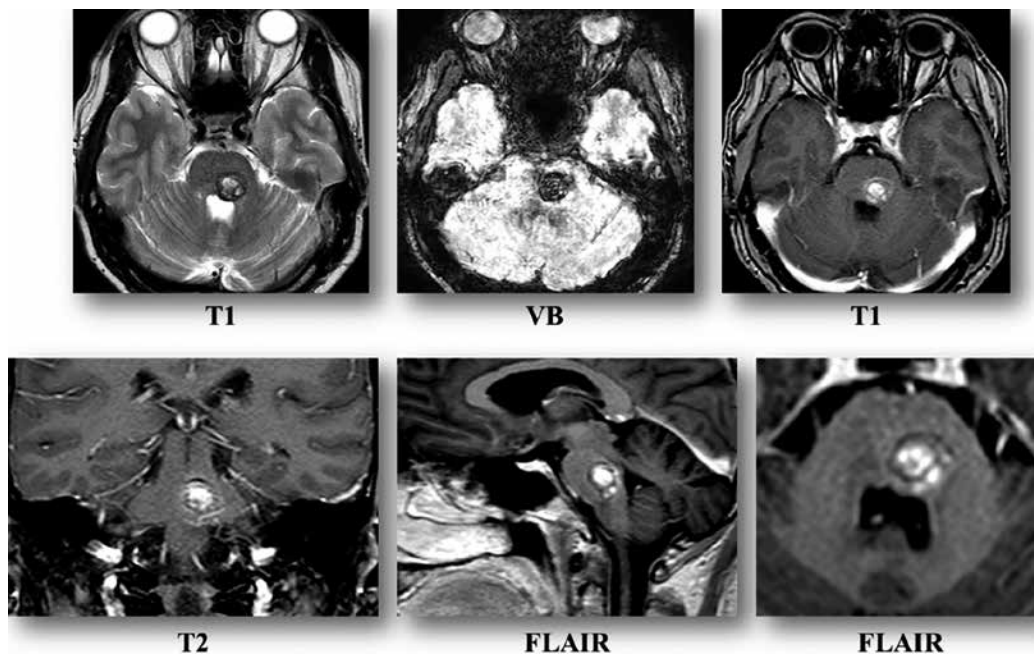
МРТ головного мозку пацієнта Г., T2, FLAIR, T1, T1, FLAIR, FLAIR, VEN BOLD
